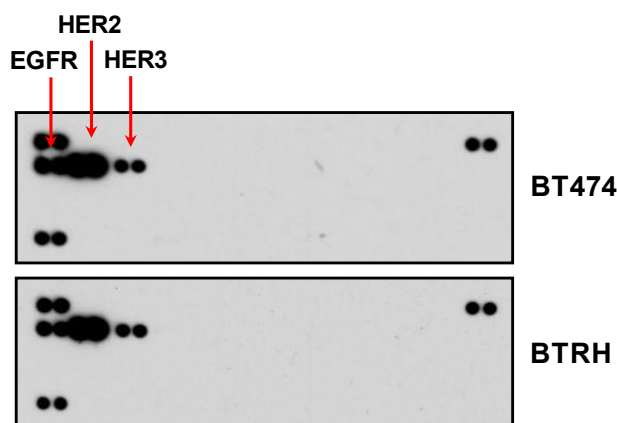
Evaluación de los niveles basales de activación de diferentes receptores TK mediante el *array* de fosfo-RTK en células BT474 y BTRH.
